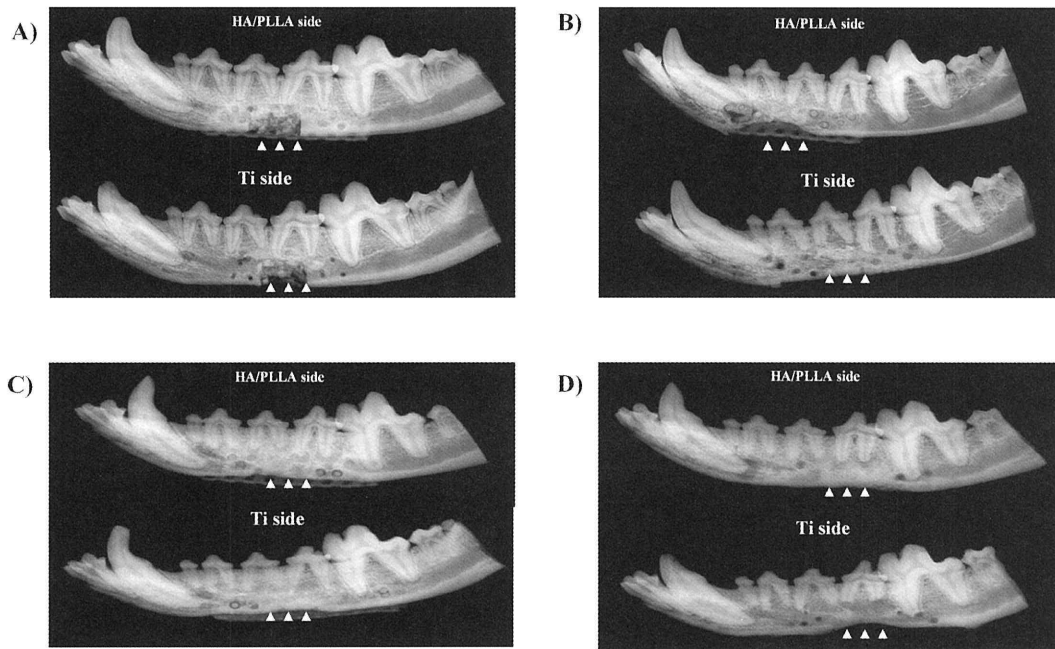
Postoperative changes of the defects on the soft X-ray findings.
